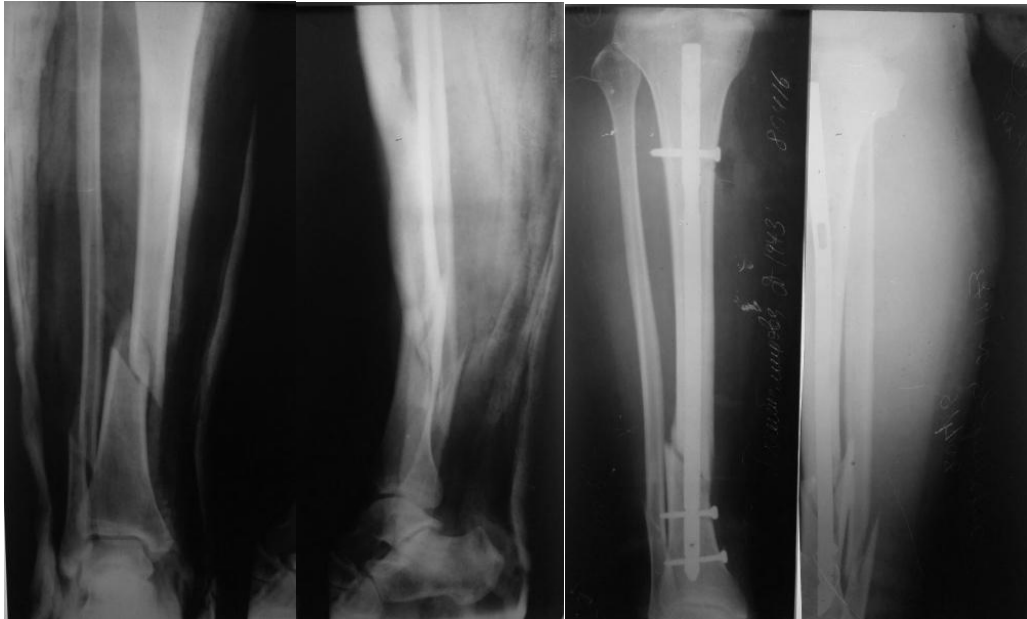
Прицельная рентгенограмма левой голени в первые часы после перелома, после БИОС
